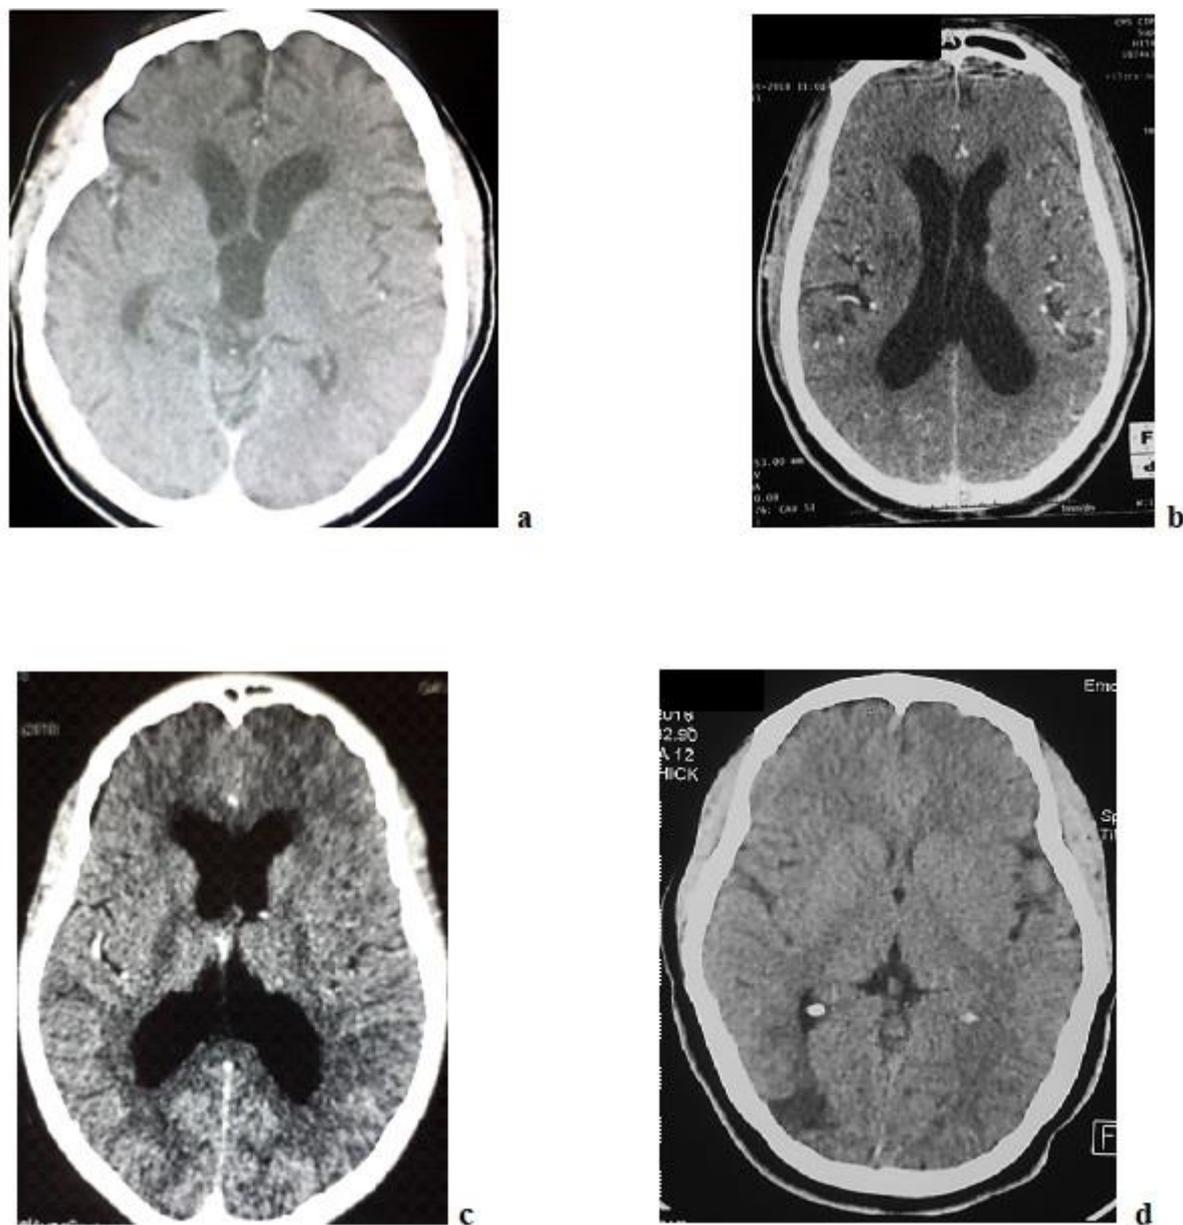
TDM de contrôle des patients après un an de traitement anti tuberculeux : Patient N° 1 (a) Patient N°2 (b), Patient N° 3 (c) et Patient N°5 (d)
